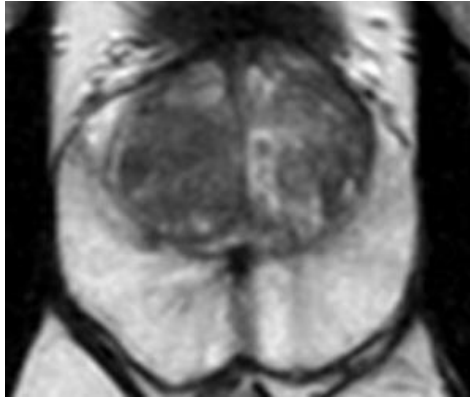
Zone périphérique de prostate normale en séquence IRM axiale T2
